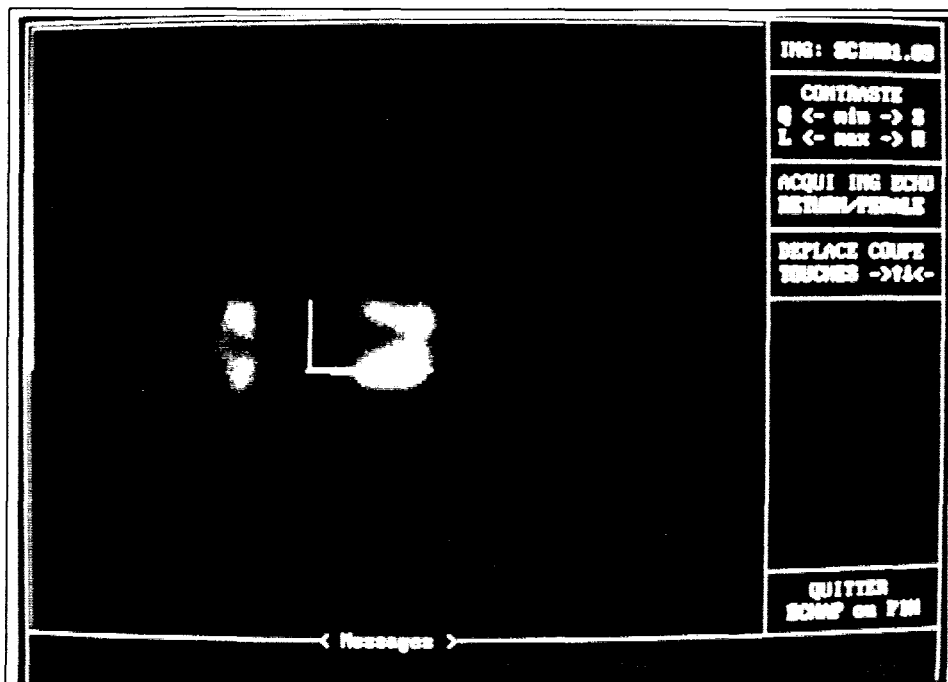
image scintigraphique avec le report de la coupe.
